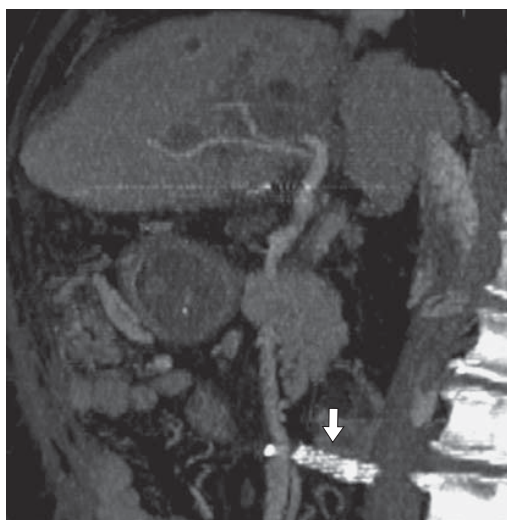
Компьютерная томограмма. Состояние после стентирования аутовенозной вставки (стрелка) мезентериокавального Н-образного анастомоза.
